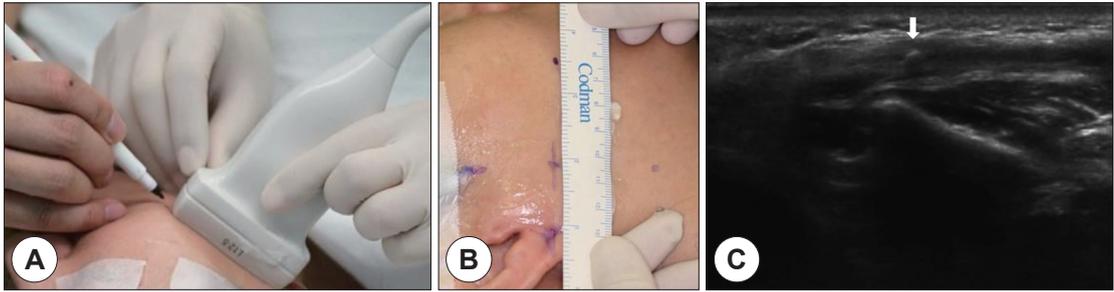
Positioning skin incision with Ultrasound. A: The location of stones in the horizontal and vertical directions is marked by ultrasonic transducers. B: 1.5 cm horizontal incision is made at the point where the horizontal and vertical direction marks meet. C: White arrow indicates the stone located in the posterior half of the masseter.
